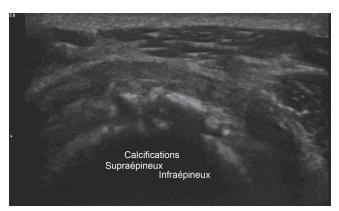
Échographie : calcifications tendineuses des supra- et infraépineux.
